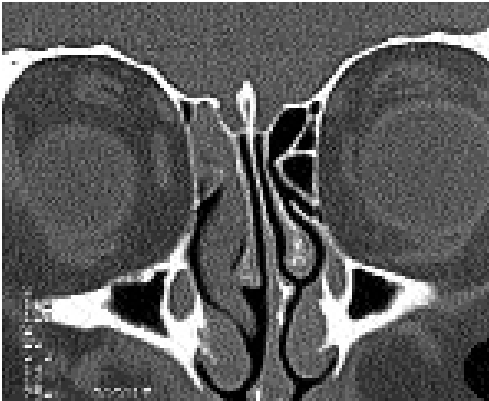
Immagine TC in proiezione coronale: neoformazione mucosa che interessa l'etmoide anteriore di destra. (P.I. tipo 2 secondo la classificazione di Krouse).
